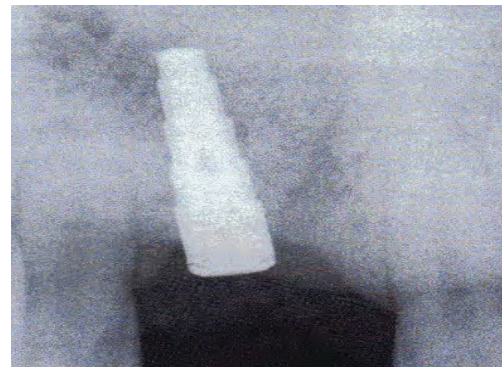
Radiografi e një implanti Frialit
